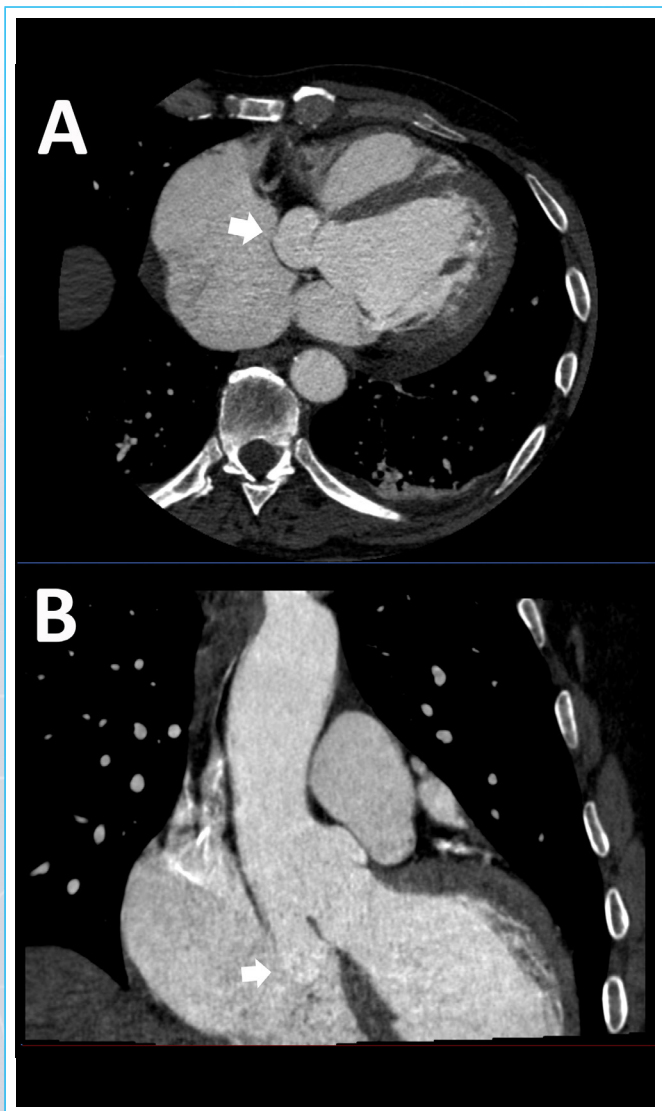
TC cardíaca en corte axial (A) y coronal (B). Ruptura del ASV (flecha), que crea una conexión anormal con la AD.
